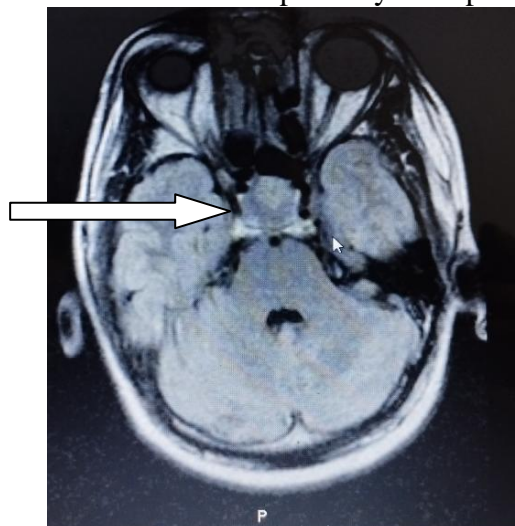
IRM en coupe axiale d'une macroprolactinome mesurant 37 mm de diamètre comprimant le chiasma optique (Cas N° 3)
